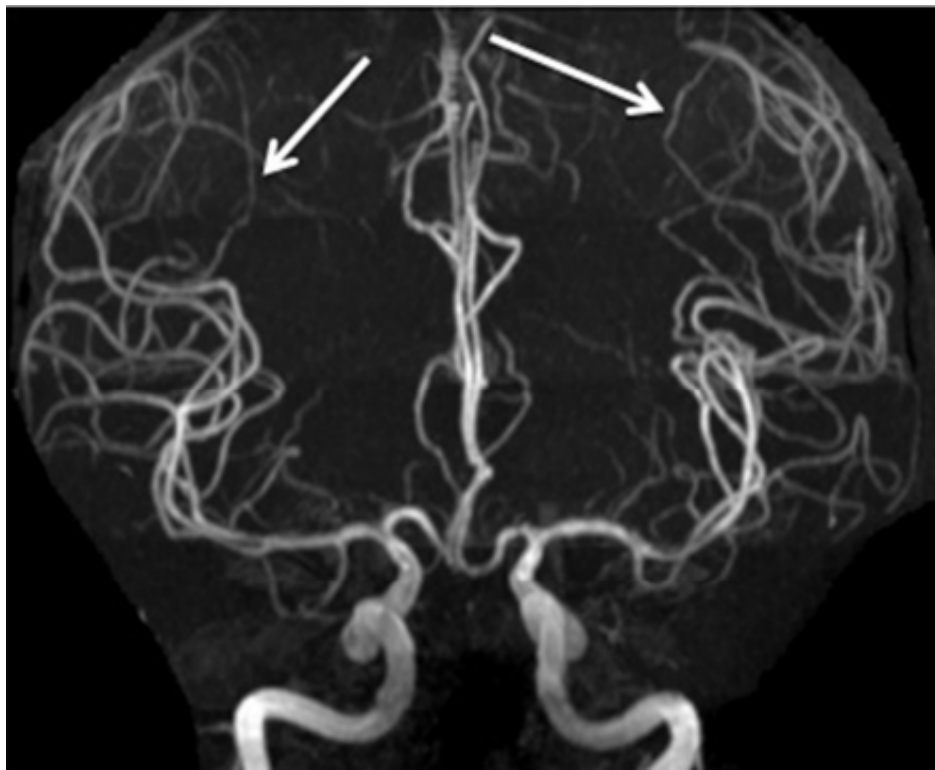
angio-RM 3T in paziente con PACNS. E' possibile visualizzare stenosi vascolari a carico dei rami distali dell'arteria cerebrale anteriore e media.
